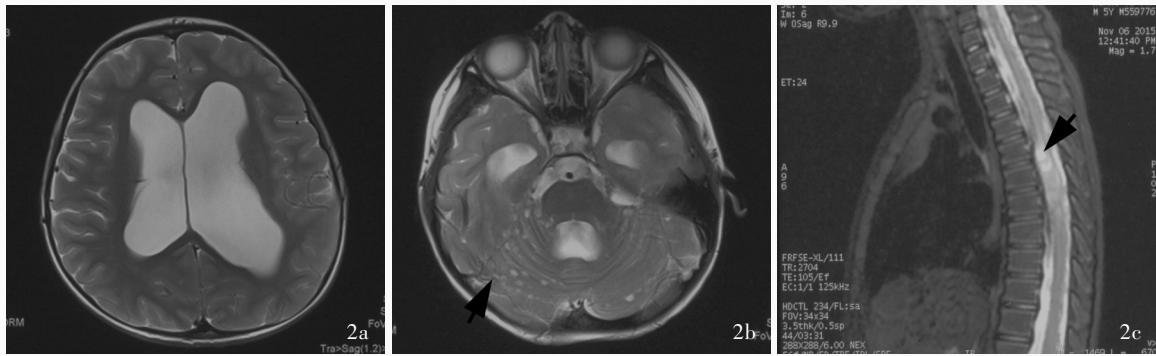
2015年11月18日头部和脊椎MRI检查所见 2a 头部横断面T<sub>2</sub>WI显示,双侧侧脑室明显增宽,较前改善不明显
